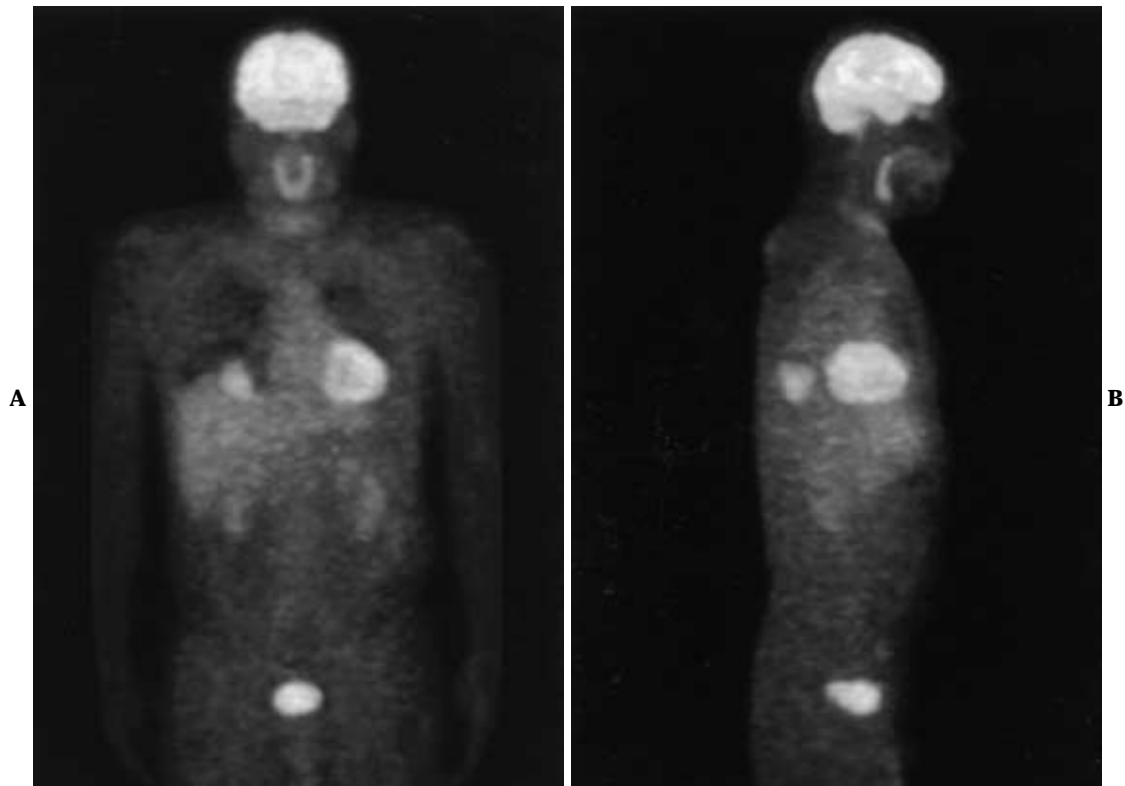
FDG-PET shows accumulation at the tumor site, but not in the hilar lymph nodes or left adrenal gland (A, B).
